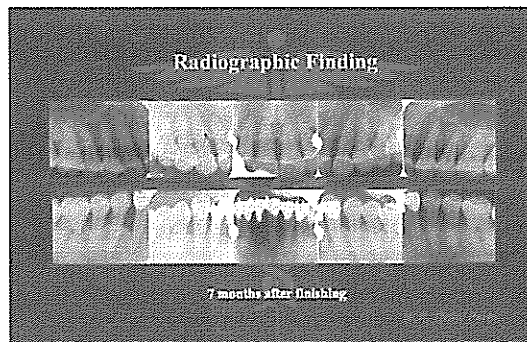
술후 7개월 후의 방사선학적 소견-치조골이 초진 시에 비해 매우 안정되었으며, 부분적으로 치조골의 회복이 보여지고 있다.
